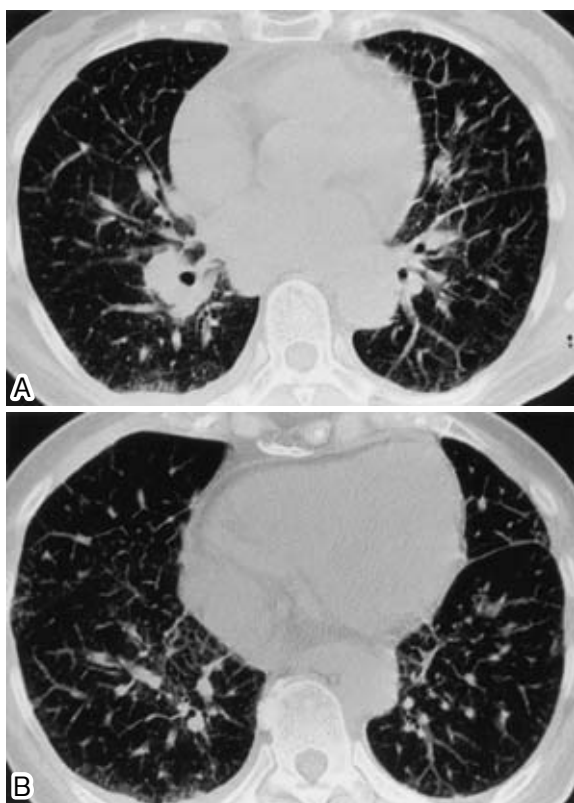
Chest CT scan on admission revealed thickening of interlobular septum and bronchovascular bundles (3A) with slight pleural effusion (3B).
